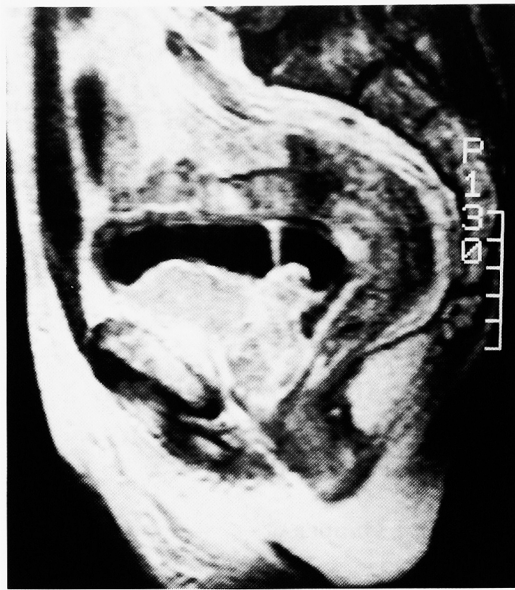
Dynamic MRI (T1 weighted image) showed a low intensity mass in the prostate.
